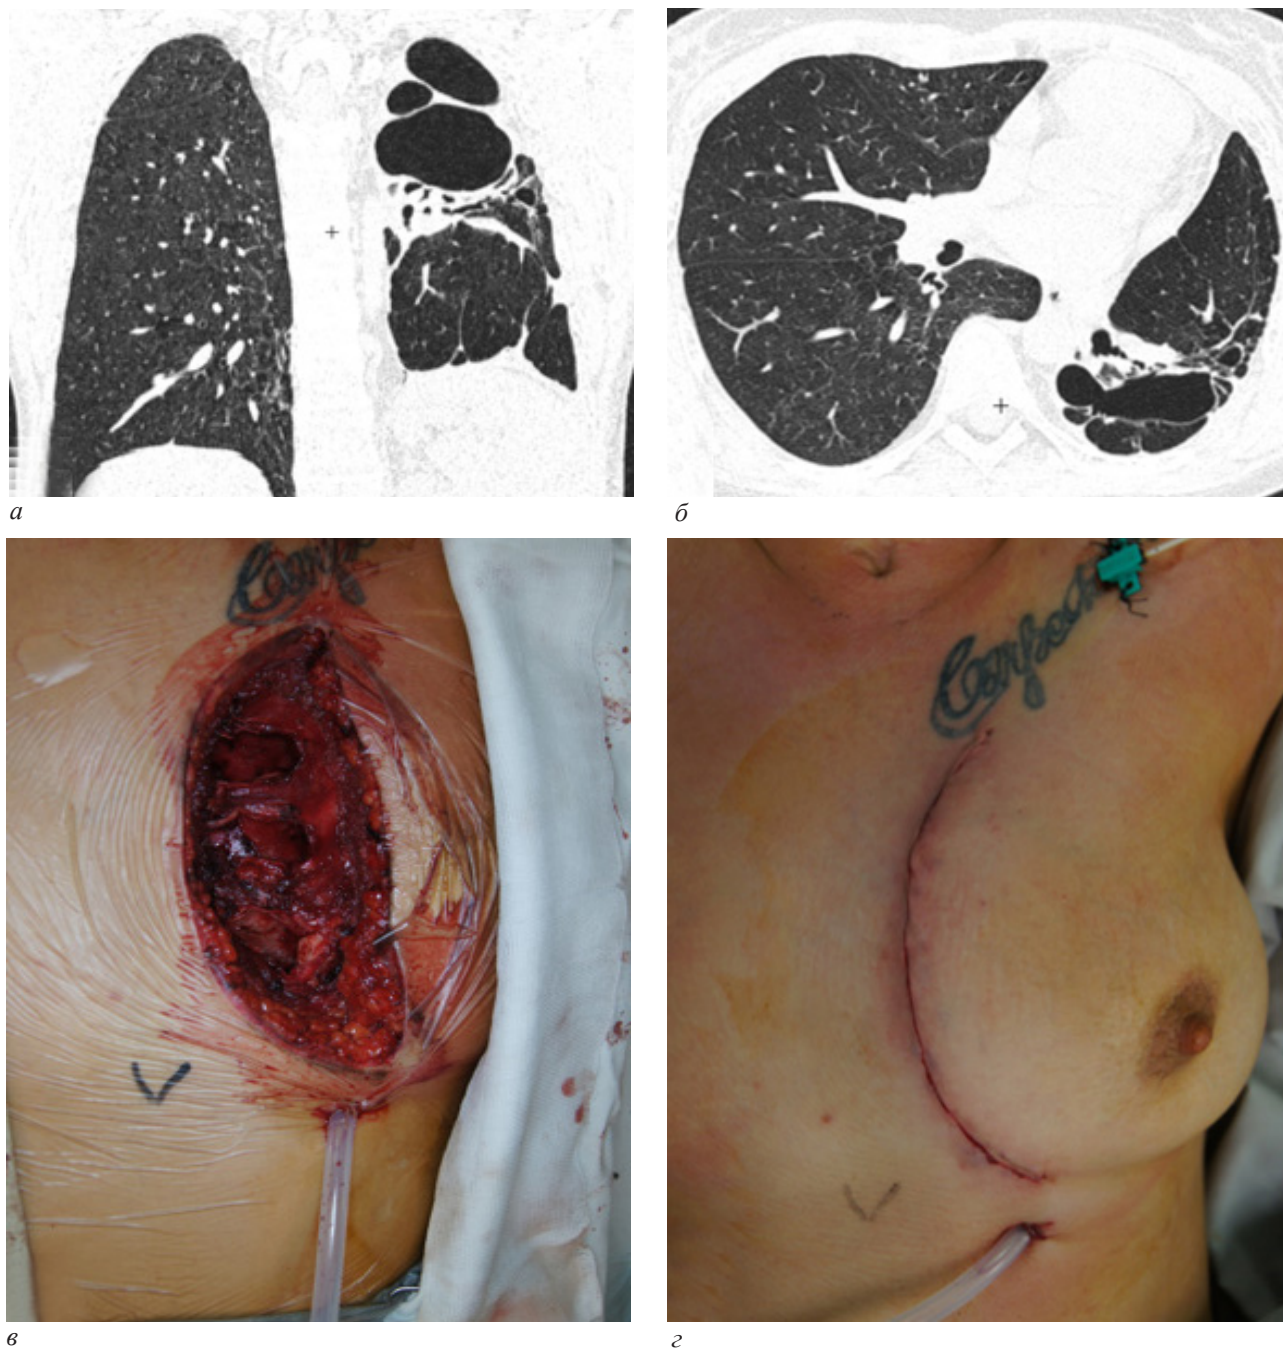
Компьютерная томография больной П. в легочном окне: признаки фиброзно-кавернозного туберкулеза легких, выраженное смещение органов средостения влево (а, б); вид средостения после удаления вилочковой железы, в средостение установлен дренаж (в); вид больной после завершения операции (г)
